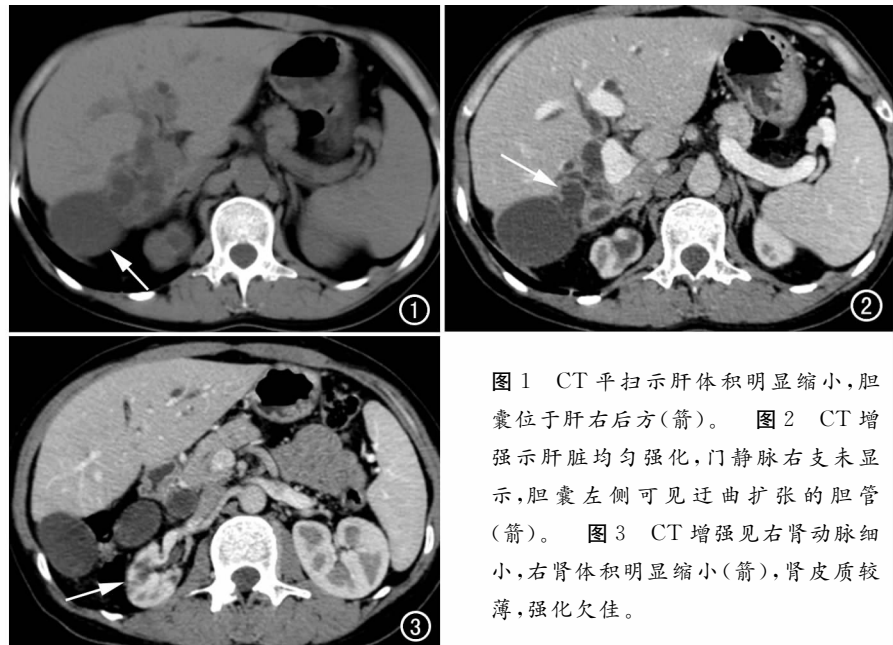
CT平扫示肝体积明显缩小,胆囊位于肝右后方(箭)。图2 CT增强示肝脏均匀强化,门静脉右支未显示,胆囊左侧可见迂曲扩张的胆管(箭)。图3 CT增强见右肾动脉细小,右肾体积明显缩小(箭),肾皮质较薄,强化欠佳。
